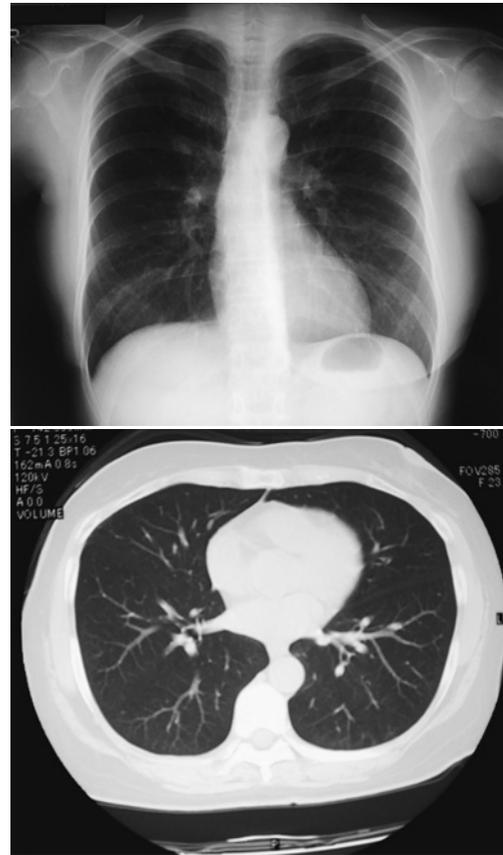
Chest radiographs and chest CT scan two month after discharge, show marked improvement.
